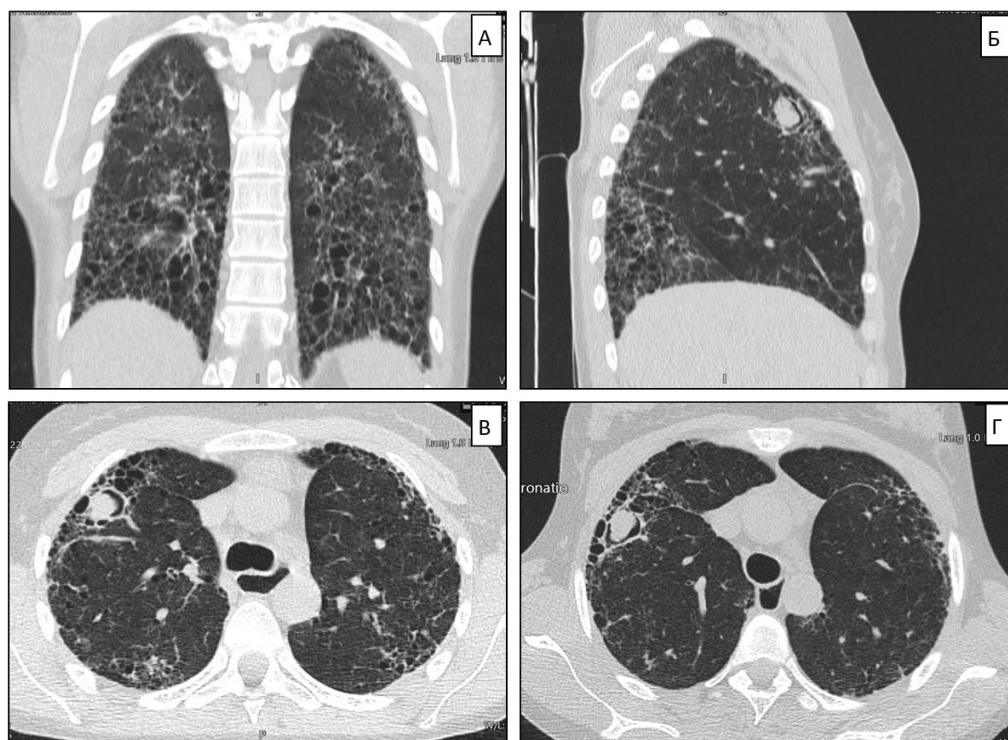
Компьютерная томография пациентки С., 60 лет, со склеродермией.
